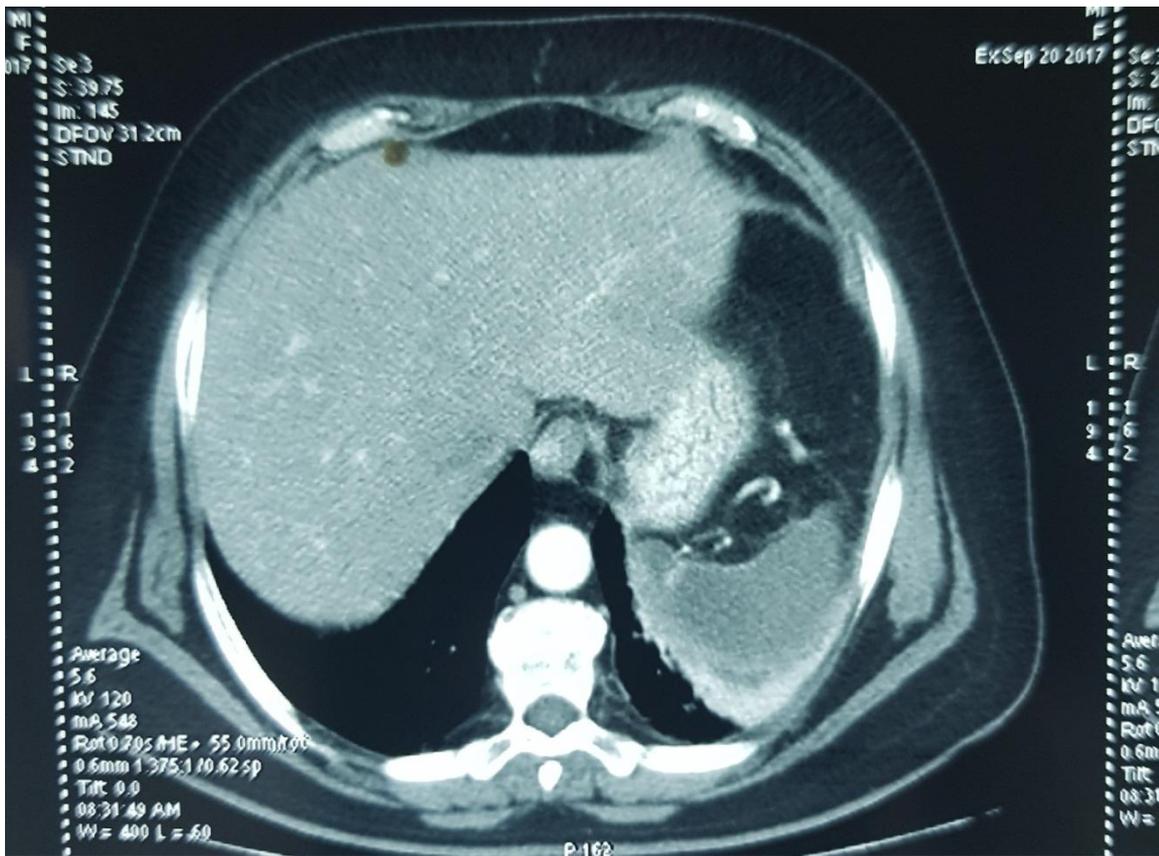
TDM abdominale en coupe axiale après injection du produit de contraste objectivant un infarctus massif de la rate par occlusion de l'artère splénique
